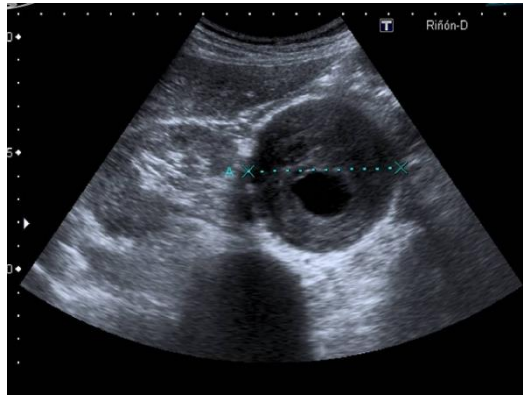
Detección de un aneurisma mediante una ecografía abdominal
